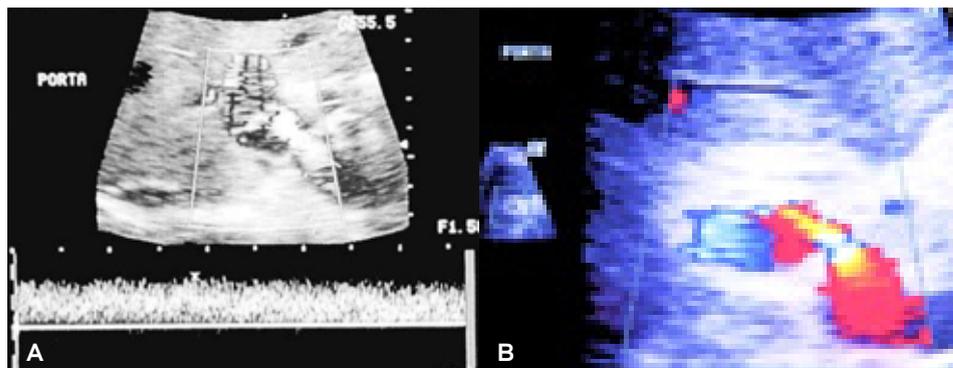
(A y B) Doppler dúplex y a color que muestran la estenosis de la vena porta con aceleración en la velocidad hasta de 105.5 cm/seg.
